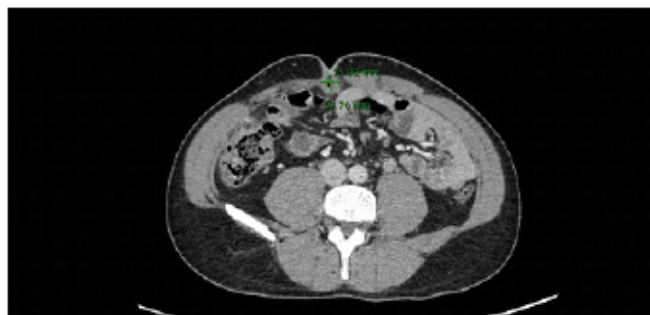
TC de abdomen con contraste urgente donde se identifica la lesión descrita previamente, de 15x14mm, en la grasa properitoneal/subcutánea de la línea media de la pared abdominal anterior a nivel umbilical, con alguna burbuja de gas en su interior, sospechosa de seno uracal complicado.
